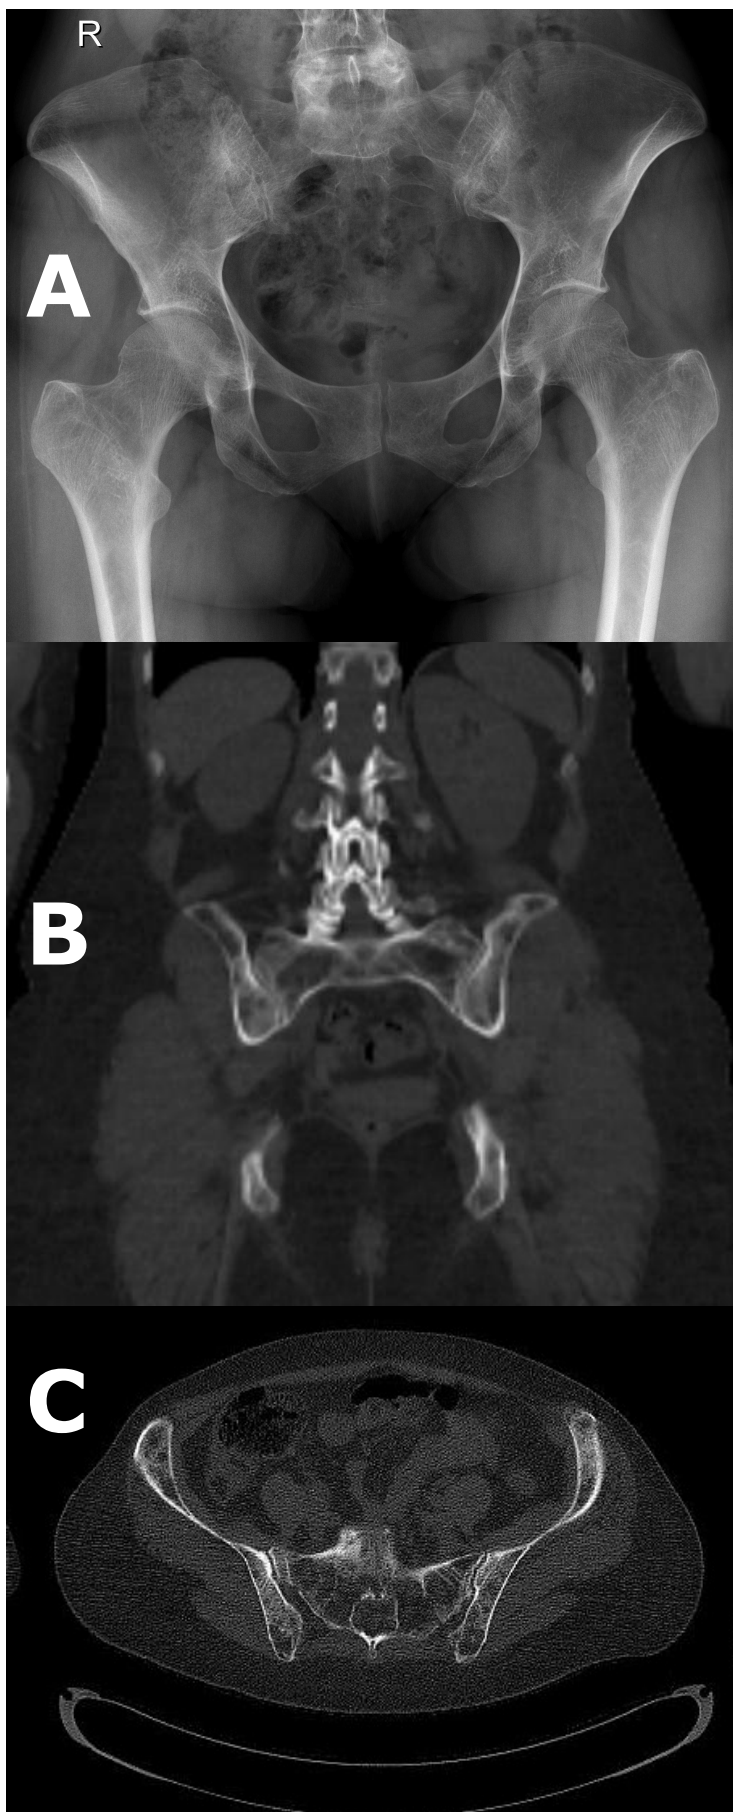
Diagnostik am Os sacrum. Der große osteolytische Herdbefund (→) am Promontorium ossis sacri lässt sich eindeutig anhand der axialen CT-Bilder (A), nicht jedoch in der Projektionsradiographie detektieren.
